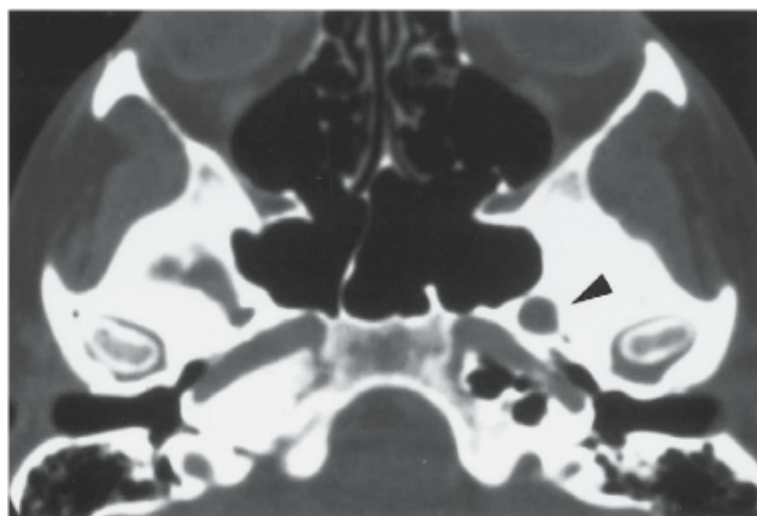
Uma mulher de 38 anos de idade com carcinoma adenóide cístico, demonstrando propagação perineural ao longo de V3 e alargamento do forame oval em TC (*ponta de seta*).
